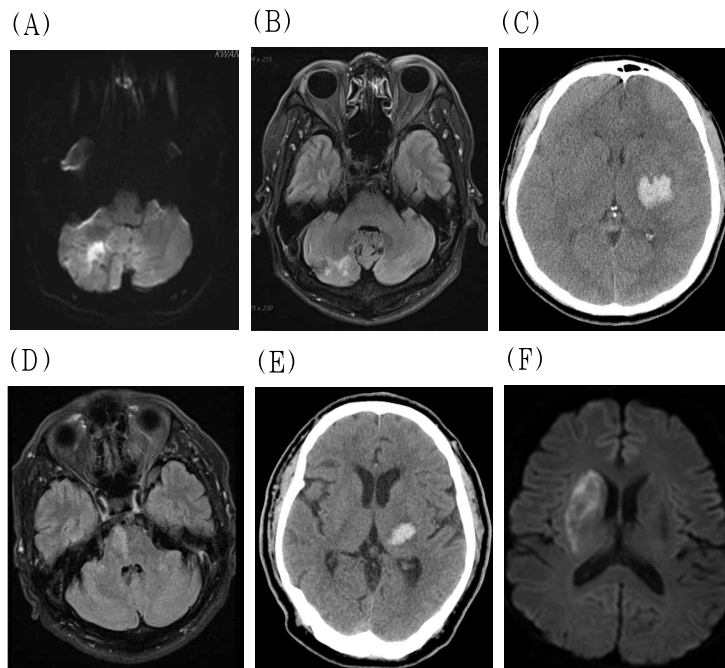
Brain MRI and CT of patients.
